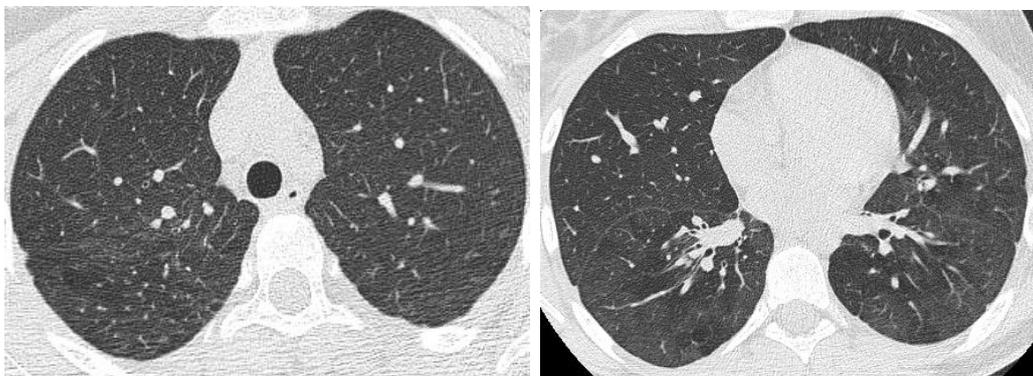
Компьютерно-томографическая картина легочных нарушений у девочки 3. с легкой степенью тяжести бронхолегочной дисплазии в анамнезе (описание в тексте)
